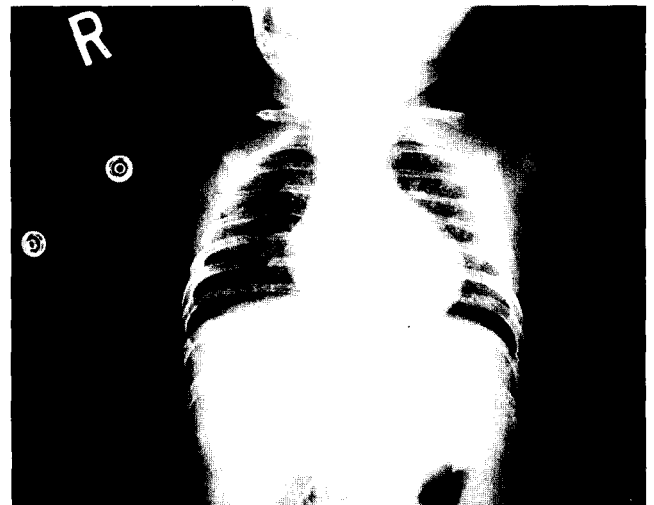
Postoperative chest roentgenogram showed reduced heart size and decreased pulmonary vascularity.
